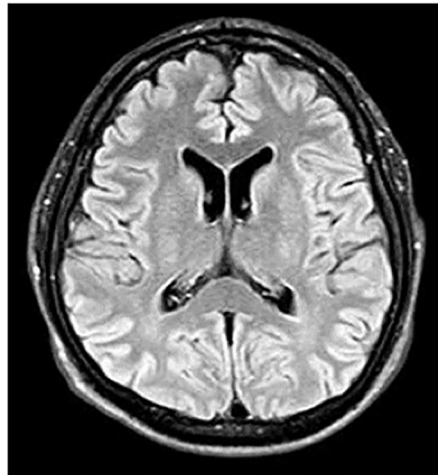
RMN de Cerebro Secuencia Flair. Corte Axial. Se observa a nivel de brazo posterior de la cápsula interna izquierda relacionado con la lesión, no se visualiza edema vasogénico, pero si una pequeña calcificación.
